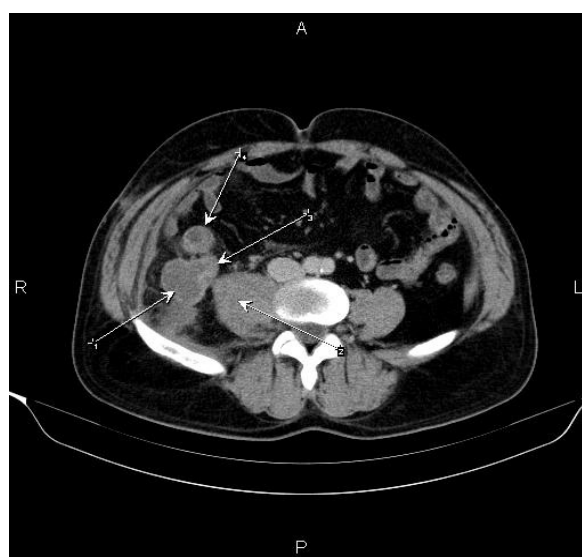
Контрольне КТ ОЧП портальна фаза, аксіальний зріз: 1. Порожнина абсцесу. 2. Правий попереково-клубовий м'яз. 3. Апендикс. 4. Петля тонкої кишки.
